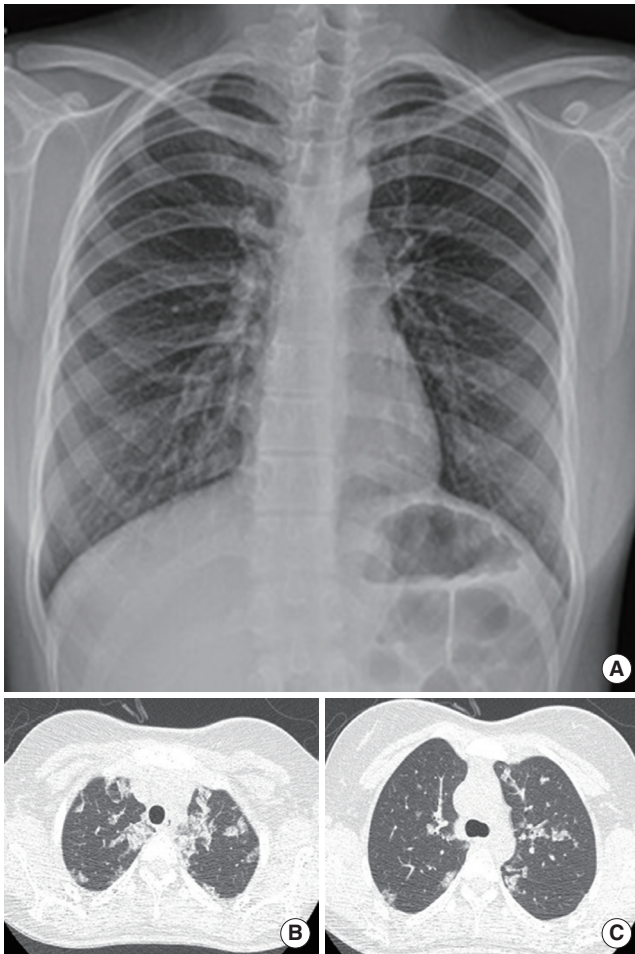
The initial high resolution computed tomography revealing patchy and extensive ground-grass opacity lesions with crazy-paving appearance especially in the upper (A) and middle (B) lung zone.
